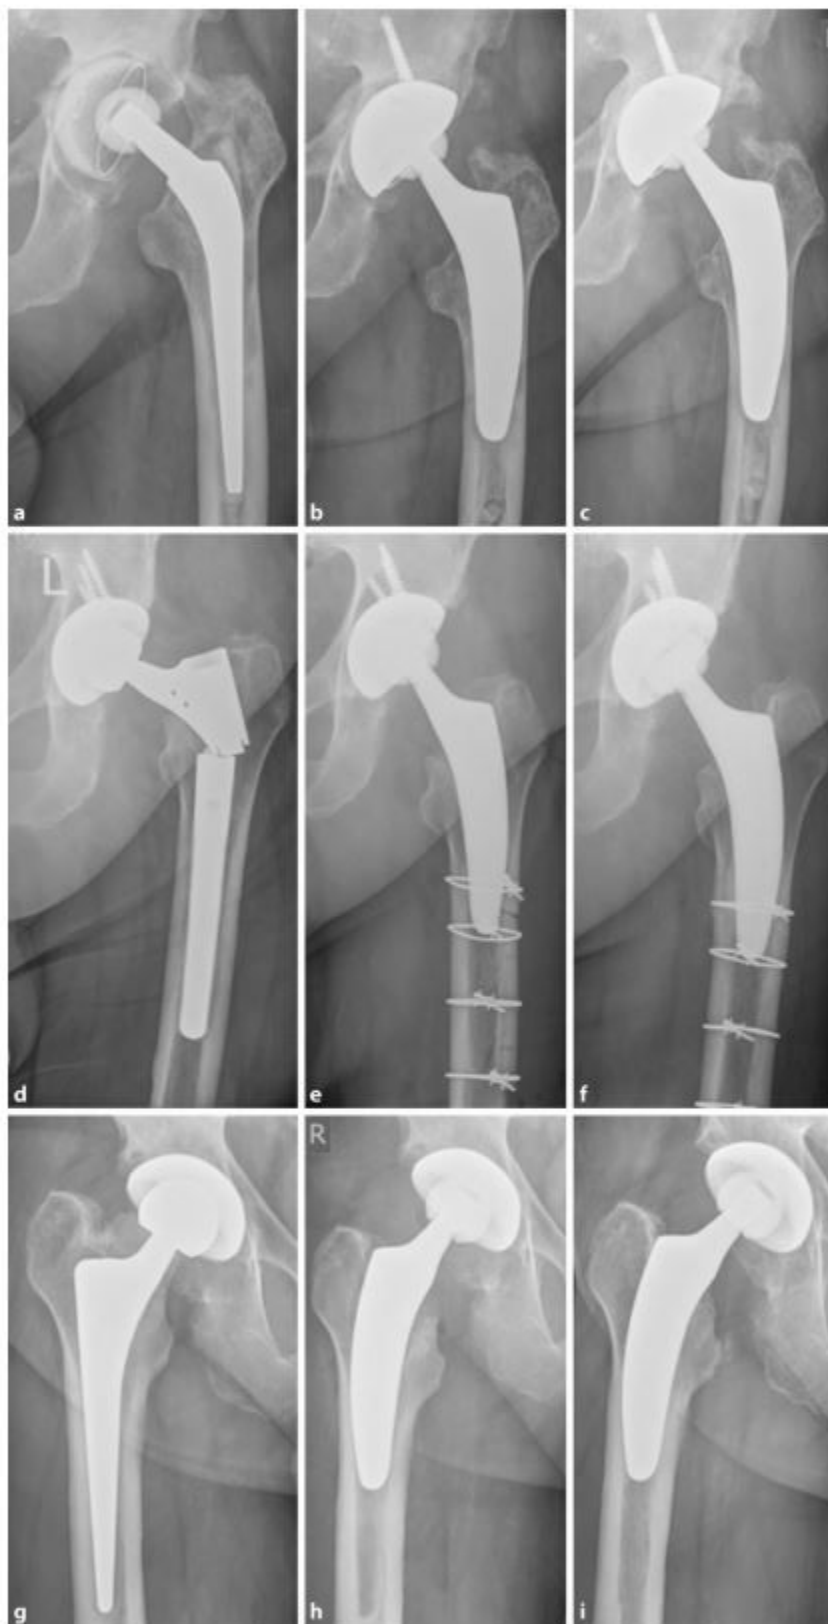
▲ Radiographs of the hip joint of patients 1 (a–c), 2 (d–f) and 3 (g–i), a,d,g preoperatively, b,e,h postoperatively, c,f,i at last follow-up
